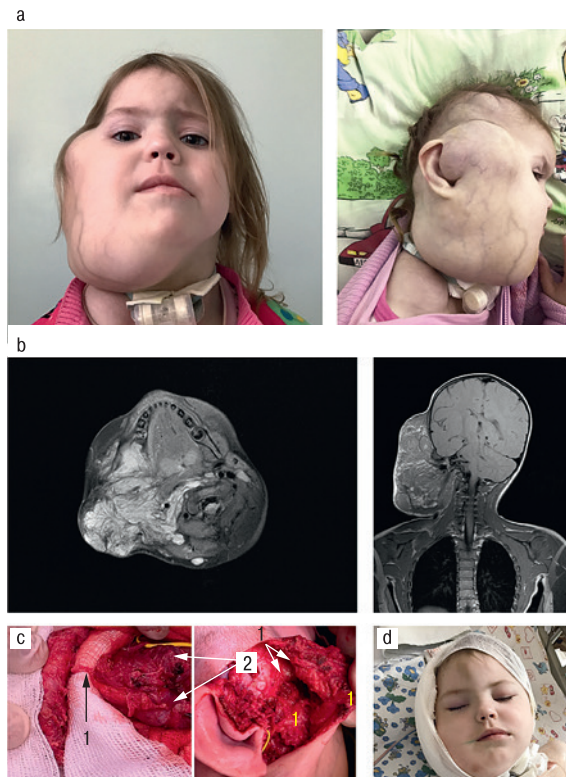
а) ребенок в возрасте 3 лет с диагнозом НФ I и гигантской лимфангиомой, б) МРТ: определяется объемное образование значительных размеров, неоднородное по структуре, с жировыми включениями, распространяющееся от уровня правой теменной и височной области с прорастанием в наружный слуховой проход, деформирует ушную раковину, далее распространяется по правой боковой поверхности шеи, правой половине лица, далее мягкие ткани шеи справа вызывают компрессию гортани, трахеи вплоть до полного исчезновения просвета (ниже зоны стеноза находится трахеостома), с) интраоперационно: 1 – нейрофиброматозная ткань, 2 – лимфоцисты, d) сутки после операции.
